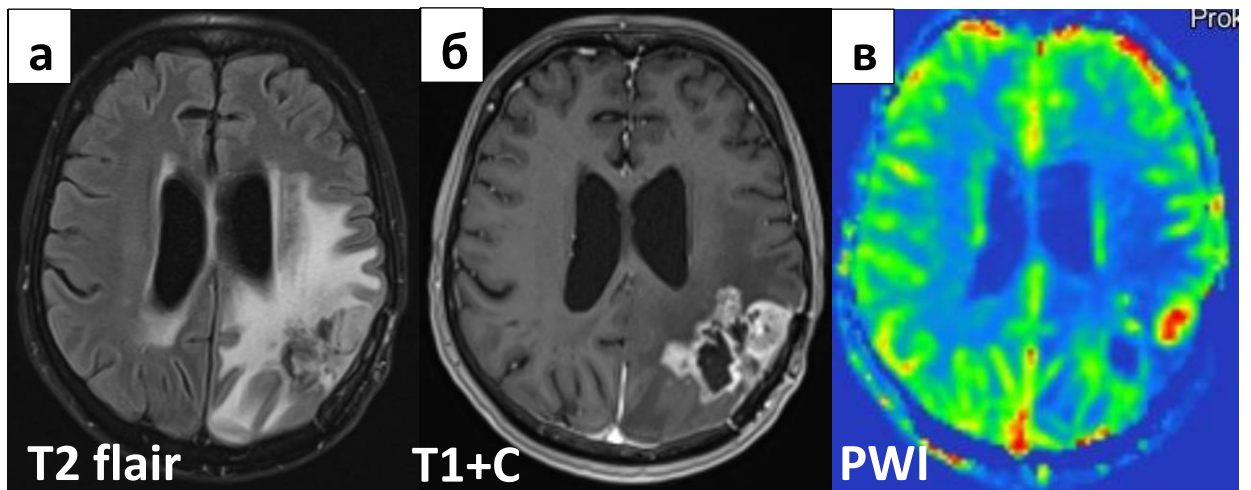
МРТ с T2\* перфузией через 7 месяцев после лучевой терапии у того же пациента Ш. с картиной прогрессирования глиобластомы.
